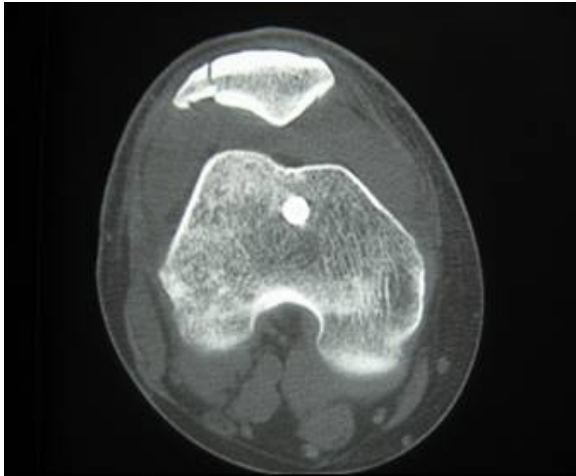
Ameliyattan sonra patellanın bilgisayarlı tomografi görüntüsü
